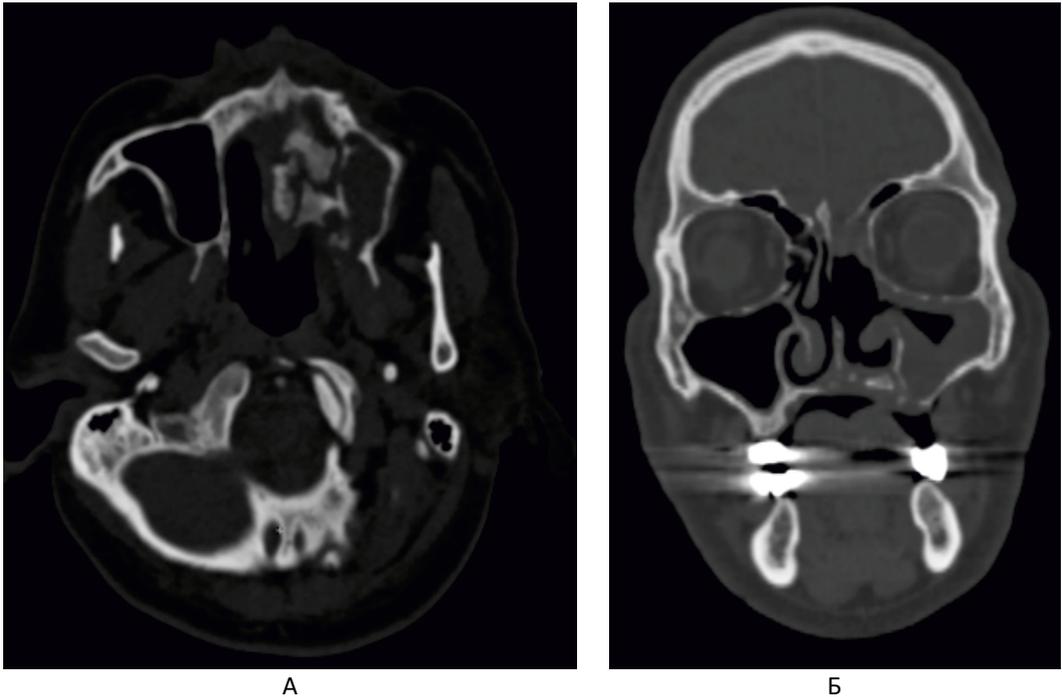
МСКТ орбит. А: видны участки деструкции левой верхнечелюстной кости; Б: средняя носовая пазуха слева резецирована.
